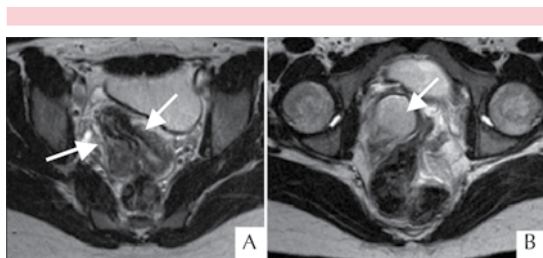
Resonancia magnética nuclear pélvica donde se visualiza A) El útero doble y la comunicación de cada hemiútero con cada cervix (flechas) y en B) La colección hemática hiperintensa en la hemivagina derecha (flecha), provocando un abombamiento en la vagina libre.
